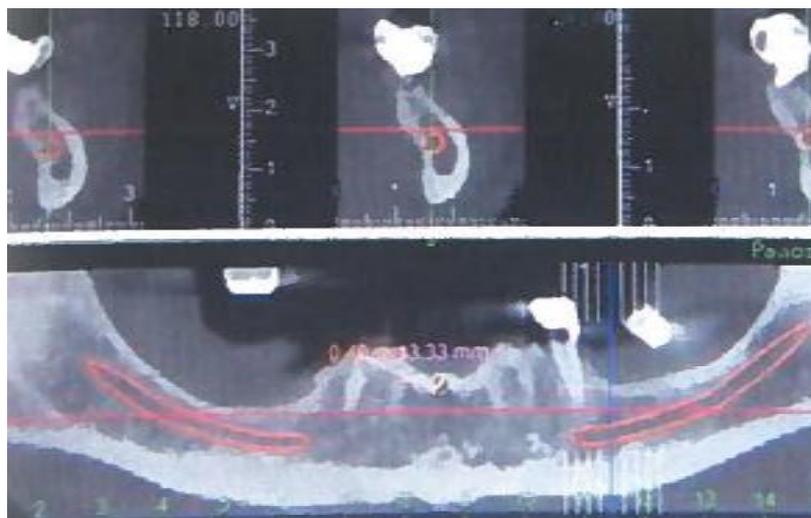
TC *cone-beam* – Tomografia computadorizada de feixe cônico
